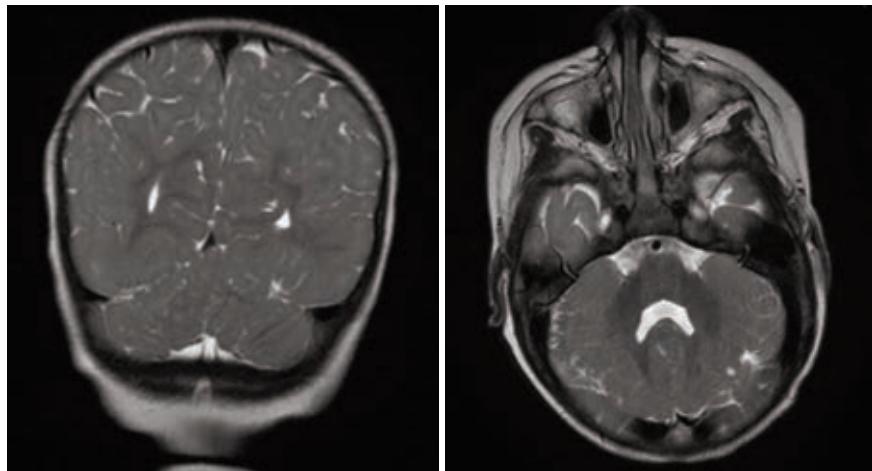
Пациентка К.А. Дисплазия мозжечка. МРТ: 3 Т GE, T2 FSE (TR 5961, TE 112, ST 4 мм). COR, AX
